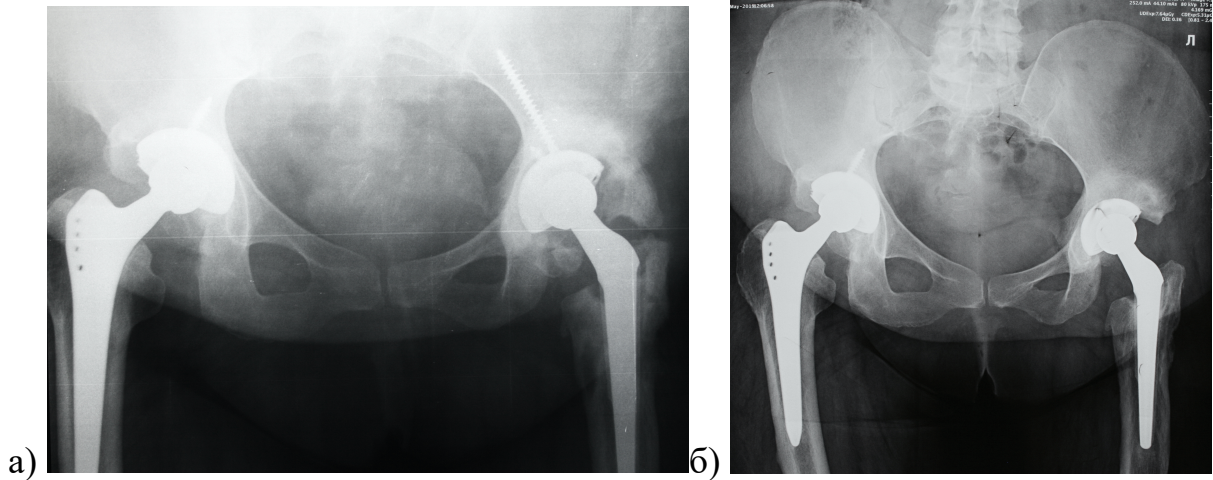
Рентгенограммы таза пациентки 47 лет, выполненные в динамике с разницей в 7 лет: а – 2011 год: линия остистых отростков находится на расстоянии 1,5 см от линии симфиза; о ротационном нарушении снимка свидетельствует также разная форма запирательных отверстий и несимметричные контуры тазового кольца; б – 2018 год: похожее ротационное нарушение при позиционировании пациентки – смещение линии остистых отростков к правому ТБС и дисконгруэнтность тазового кольца и разная форма запирательных отверстий, но при этом еще имеется изменение наклона таза влево
